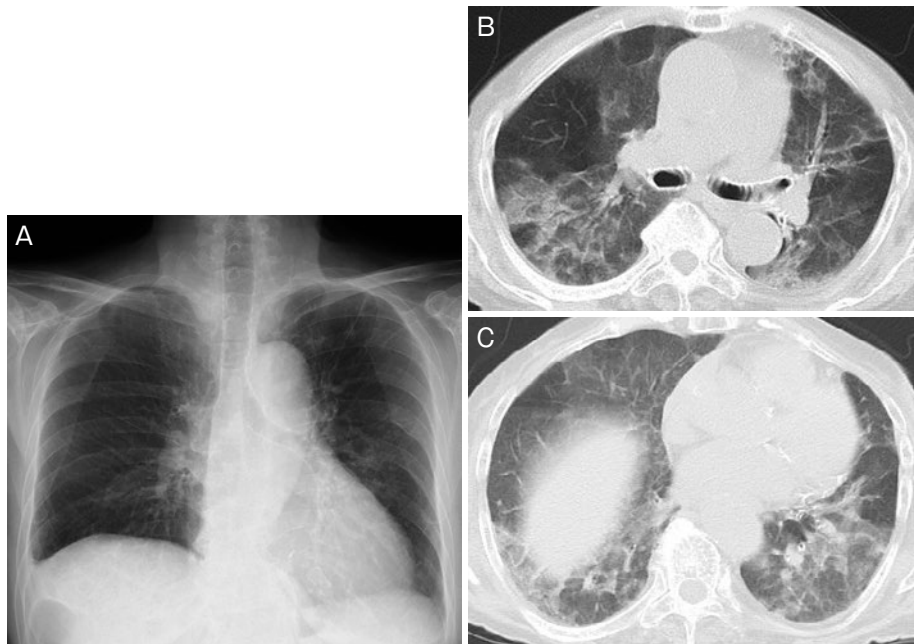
(A) 6月13日の胸部X線写真. 両側中・下肺野全体に中枢側優位なすりガラス様陰影を認めた. 両側の肋骨横隔膜角が鈍であった. (B, C) 6月13日の胸部単純CT. 両側に広範なすりガラス様陰影を認め, 下葉には気管支血管束周囲に優位な網状影を含んでいた. わずかに気管支拡張像があるが, 構造改変は認めなかった.
